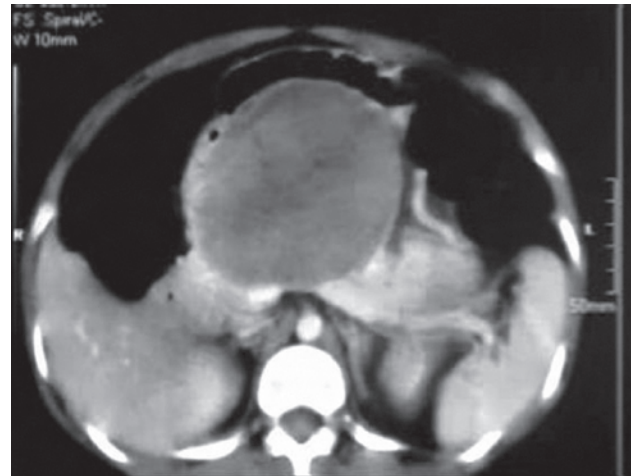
TAC de abdomen mostrando lesión quística dependiente de cabeza de páncreas.
